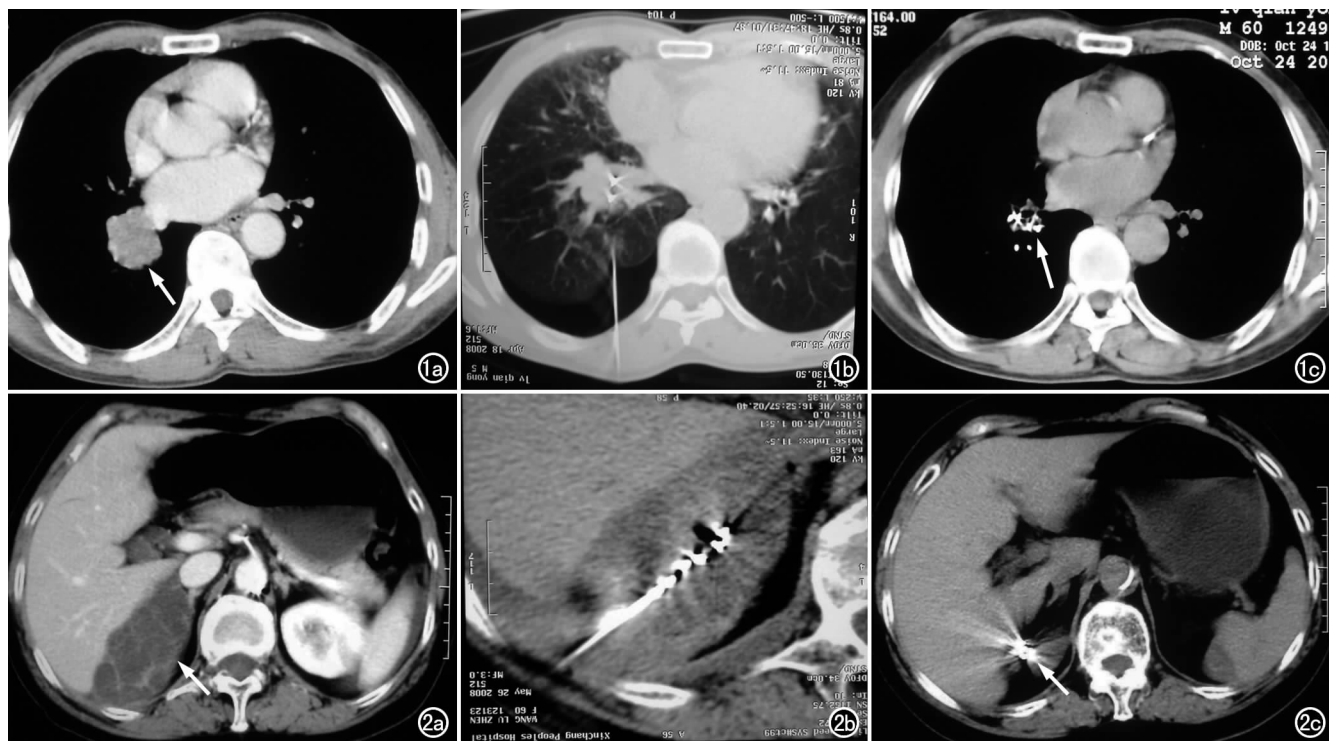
右肺下叶肺癌 (鳞癌)。a) 术前 CT 图像示右肺下叶 3 cm×4 cm 大小肿块 (箭); b) ^{125}I 粒子植入术中 (有少量气胸); c) 粒子植入术后 7 个月复查, 右下肺肿瘤完全消失, 仅见金属粒子影 (箭)。
